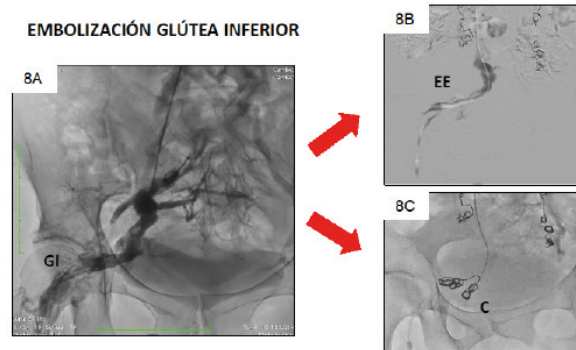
Várices de cara posterior de muslo derecho recidivada posquirúrgica. En FDGI se confirma el reflujo importante hacia vena glútea inferior (GI) en 8A. La ET se realiza inyectando la espuma esclerosante (EE) 8B, seguida de la liberación de coils (C) en "sandwich" en 8C. Gentileza de los Dres. Oscar Gural y Marcelo Dándolo.
